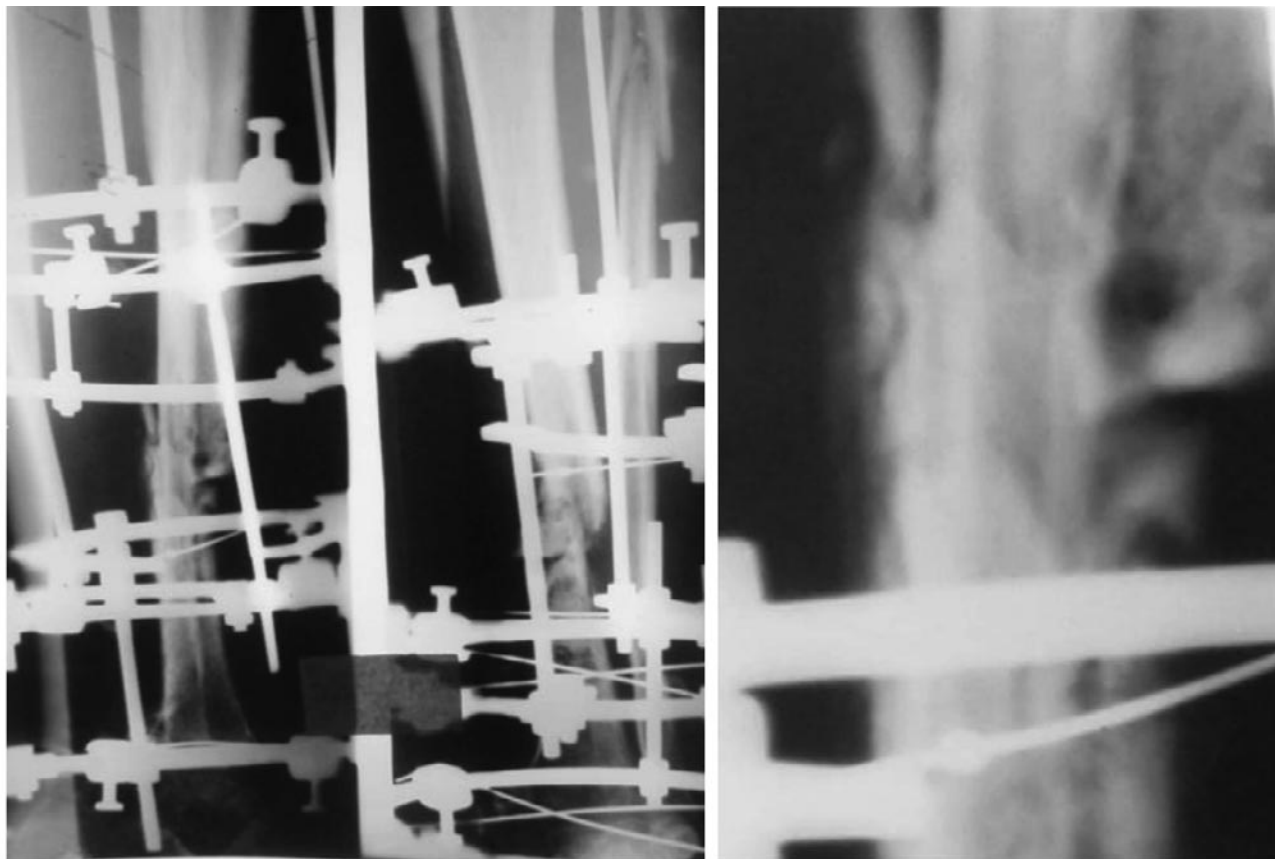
Контрольні рентгенограми пац. Д., 32 р., через 6 міс. після початку лікування: вогнищева деструкція на рівні перелому з утворенням дрібних кортикальних секвестрів, відсутність формування КМ, ознаки формування НС
